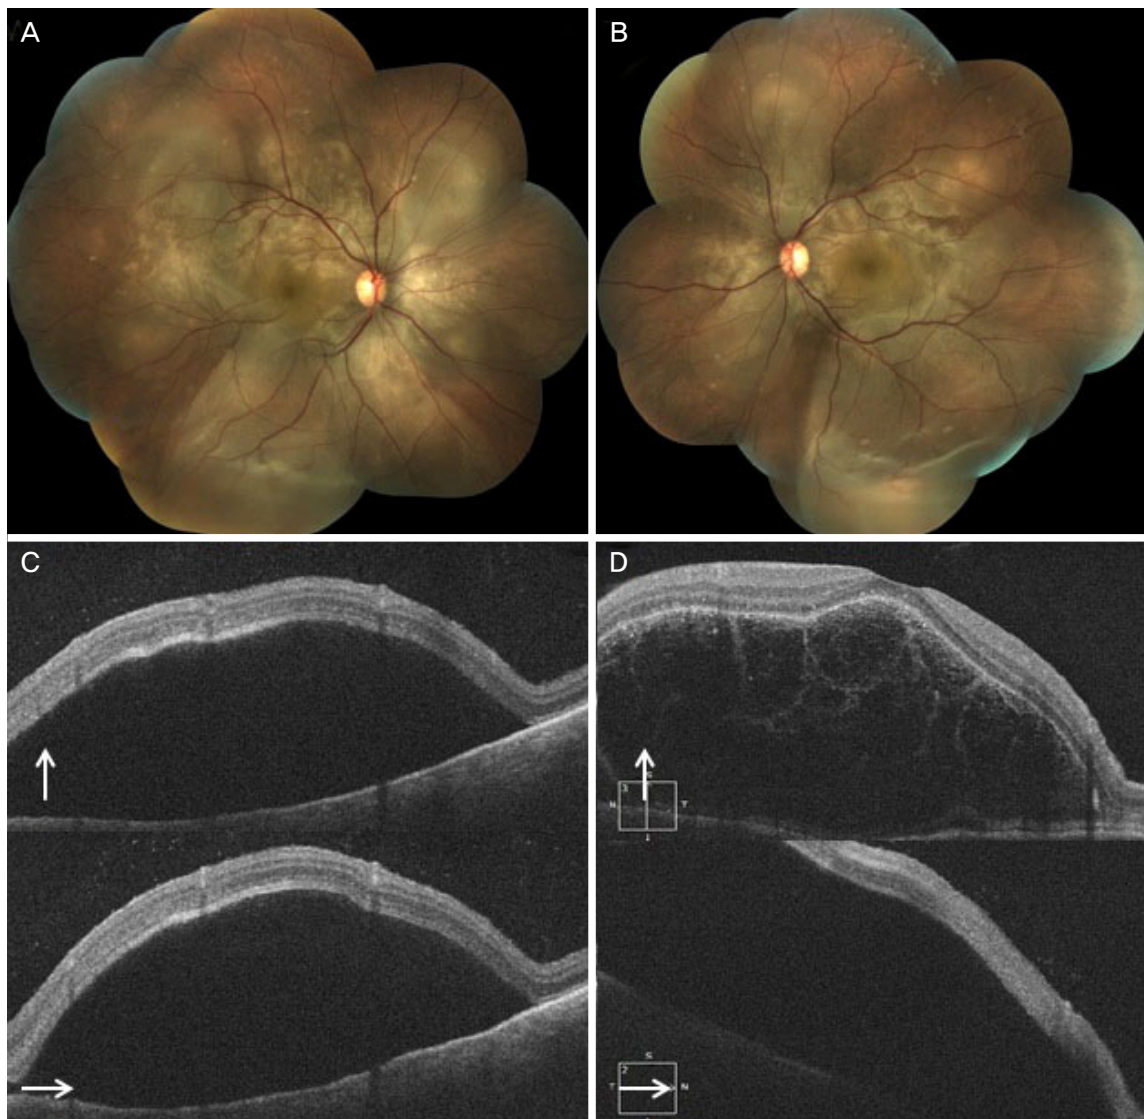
Fundus color photographs (A, B) and optical coherence tomography (OCT) images (C, D) at the first visit. Fundus color photographs of right (A) and left (B) eye showed multiple serous retinal detachments. OCT images of right (C) and left (D) eye revealed massive subretinal exudative fluid and subretinal septa. Long thin white arrows indicate OCT scan direction.
